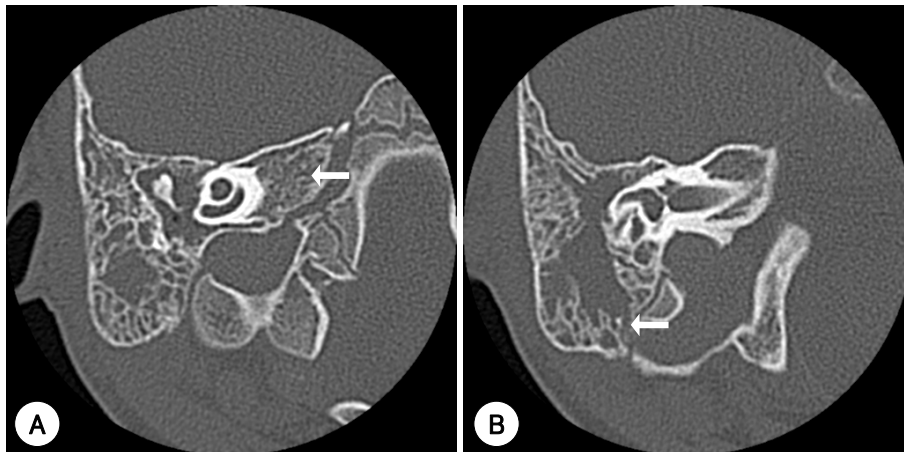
A : Axial CT image shows no inflammation of the petrous bone. B : Coronal CT image shows erosive mastoid septa (White arrow).
